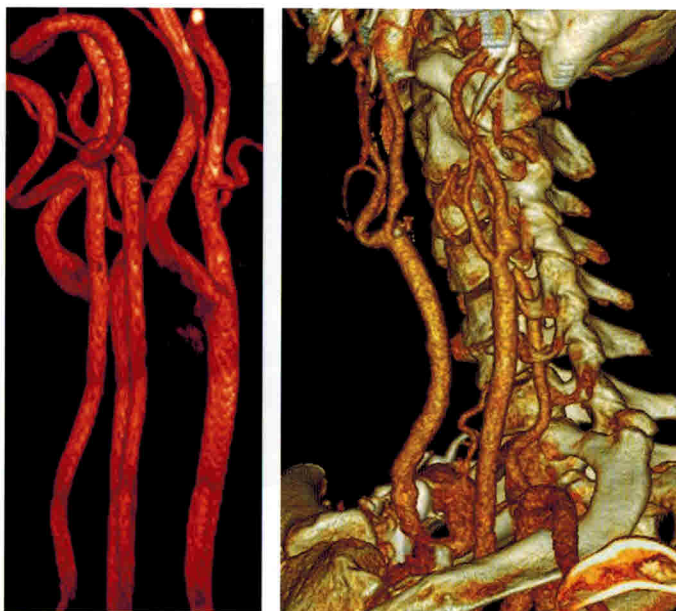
Атеросклеротический стеноз ВСА (MP- и КТ-ангиография).
